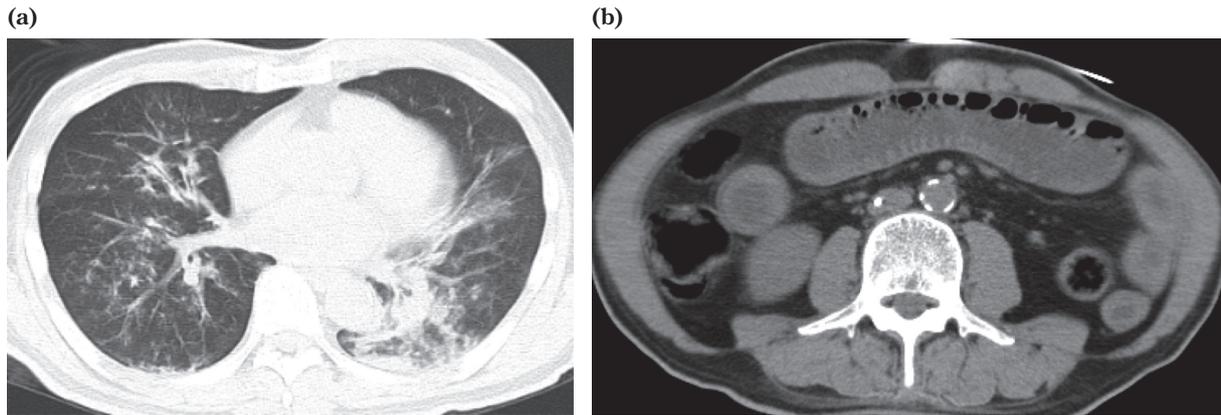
Chest and abdominal CT on admission
